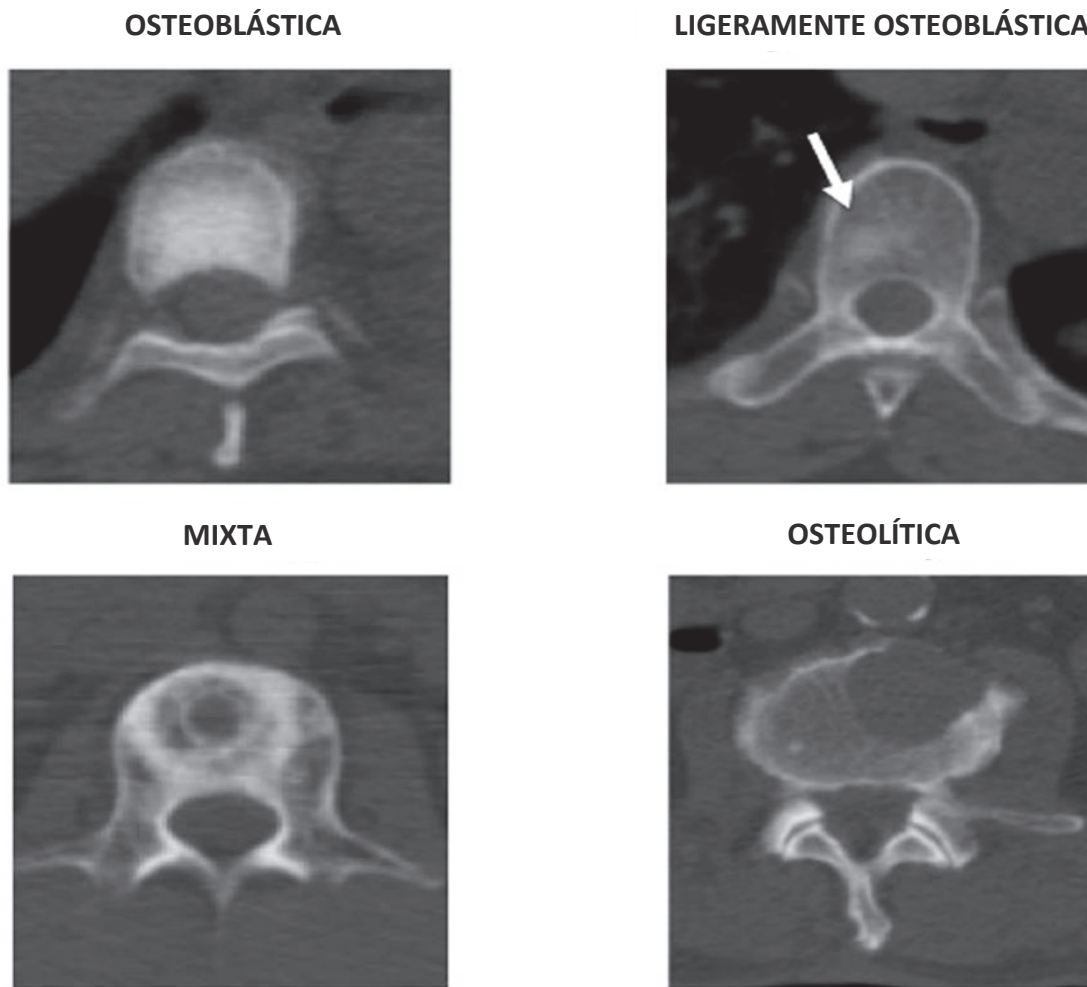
Ejemplos característicos de los tipos de metástasis óseas visualizadas en TC. La flecha indica un área levemente osteoblástica en el cuerpo vertebral [36].
